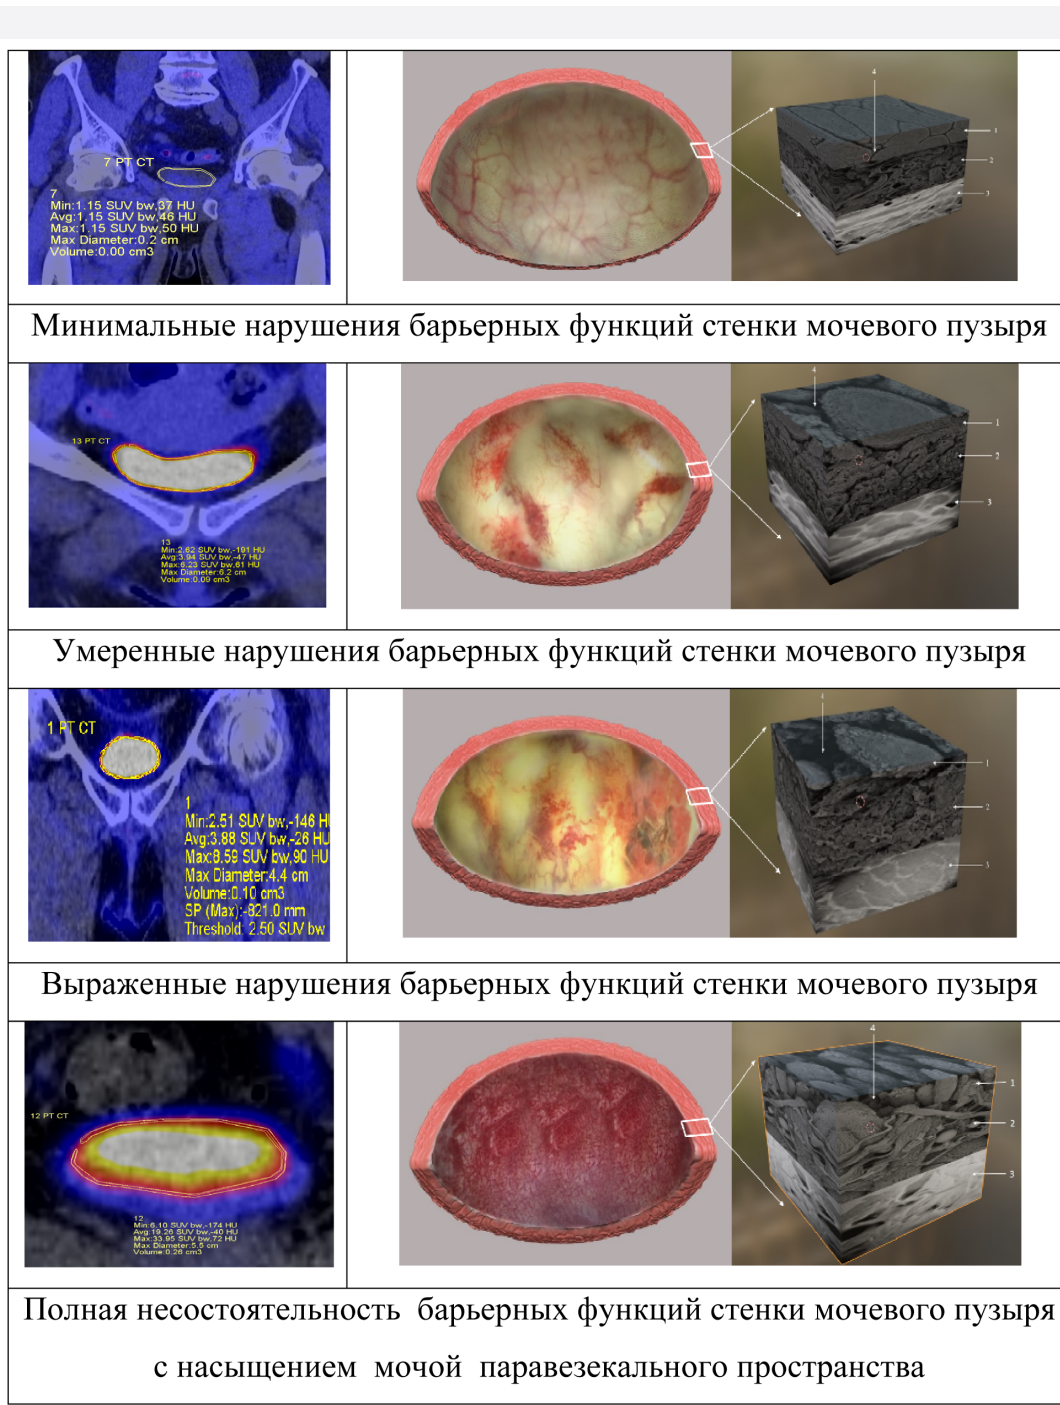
Взаимосвязь показателей SUVmax с 3D-цистоскопической картиной и 3D-ультраструктурным состоянием стенки мочевого пузыря в едином блоке
